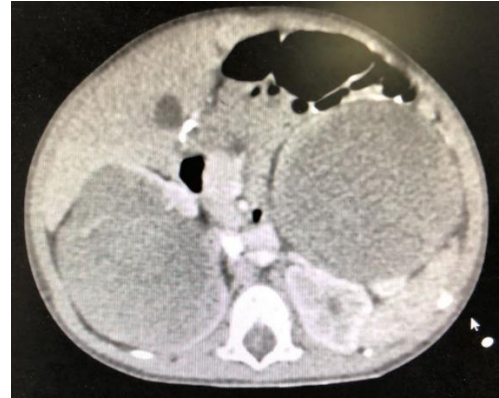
Tomografía en donde se visualiza Tumor de Wilms bilateral.
